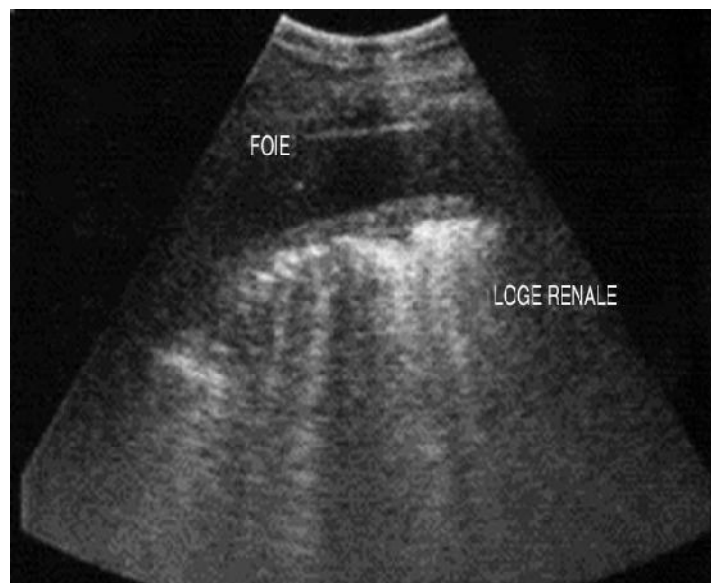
Échographie rénale montrant des échos denses, suivis d'échos de réverbérations.
